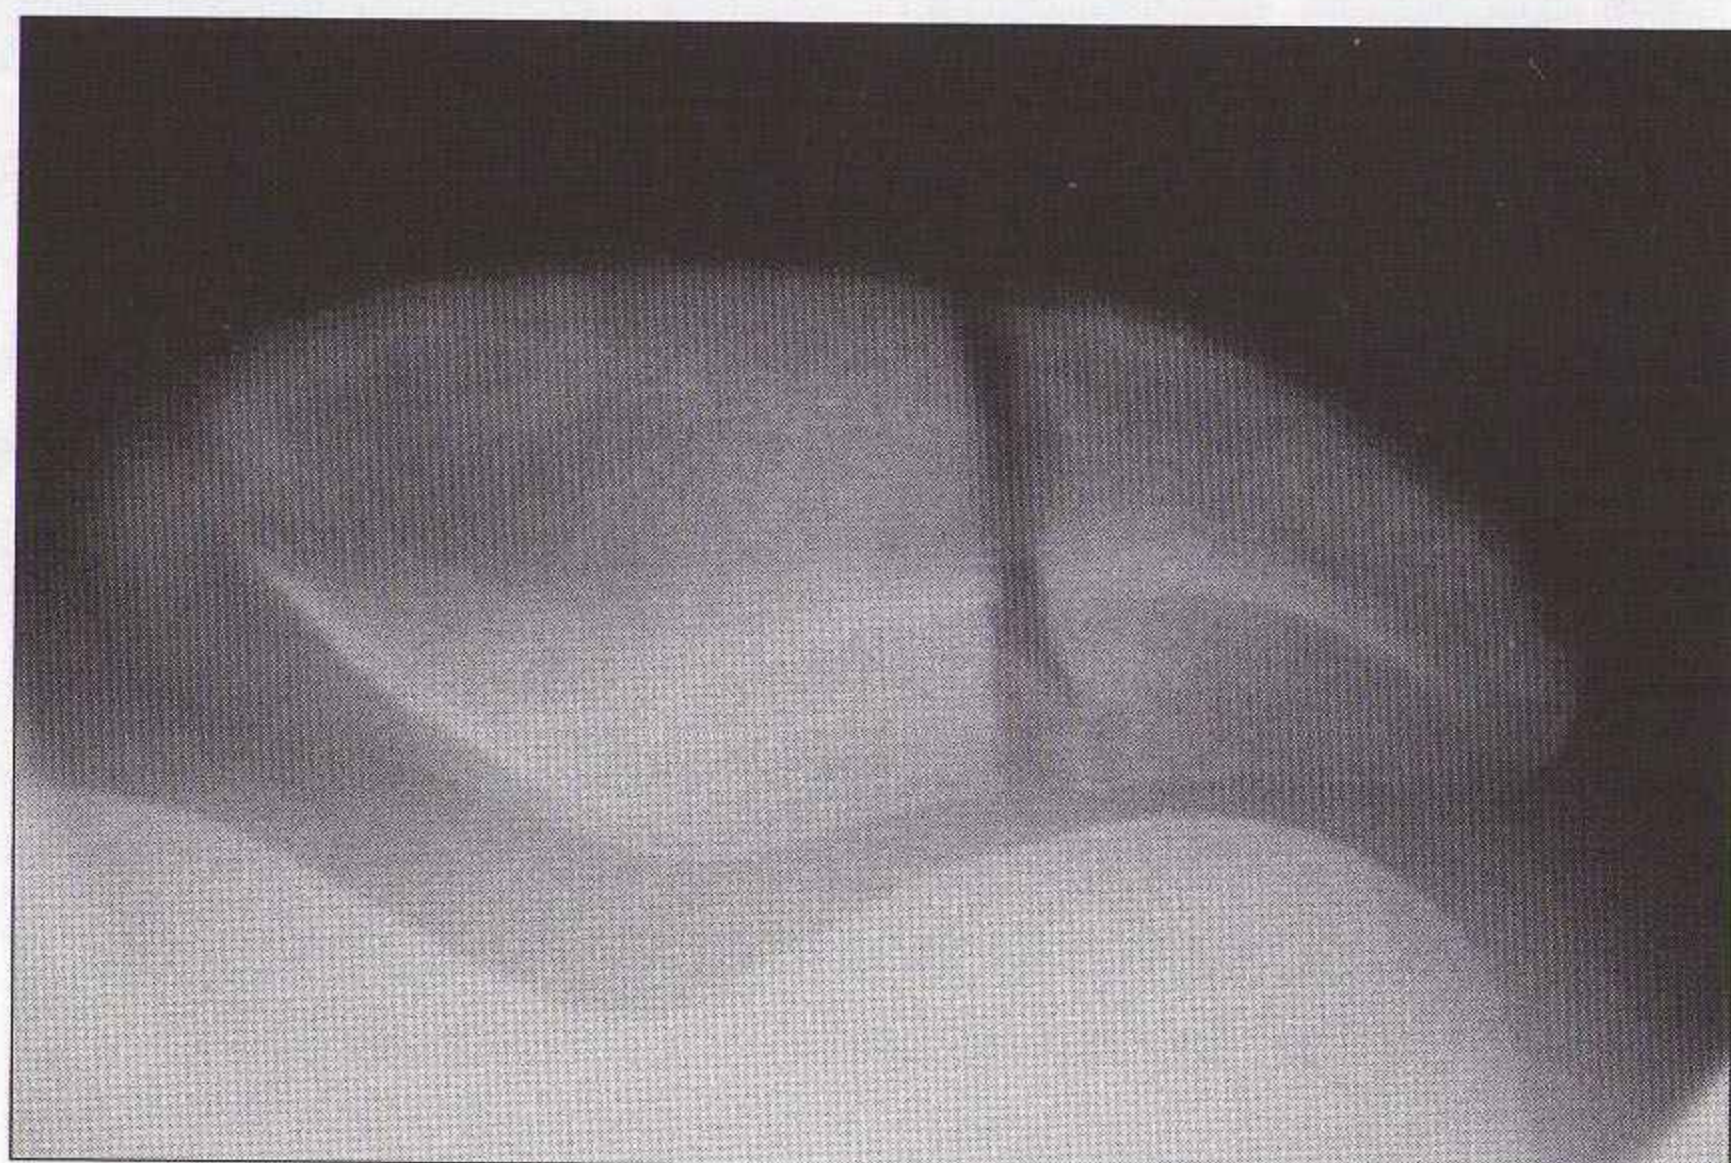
Certaines fractures de la patella ne sont pas visibles sur les incidences de face et de profil. En cas de suspicion clinique avec des radiographies normales, des incidences complémentaires sont nécessaires (défilé axial ou oblique).*
